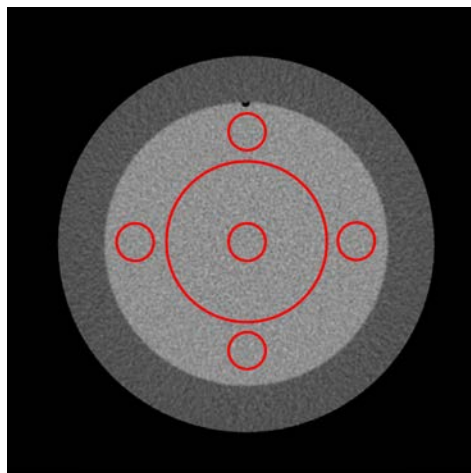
Изображение фантома с положениями ОИ, которые используются для тестов на точность числа КТ-единиц, шум и однородность.
